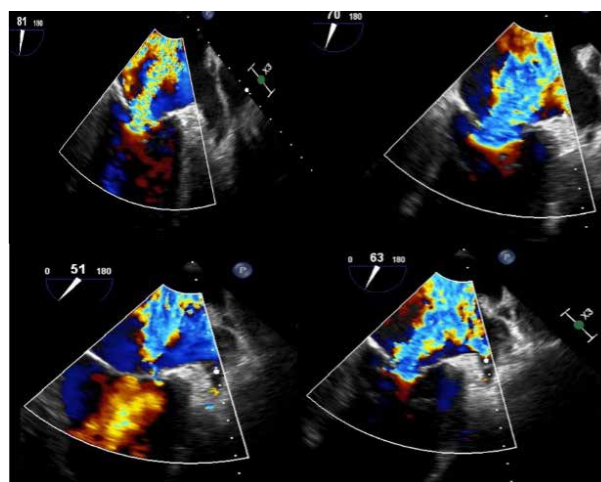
Ecocardiografie transesofagiană: regurgitare mitrală moderată prin mecanism mixt – dilatare de inel mitral, modificări degenerative și restricție predominant a VMP și urechiușă stângă liberă
